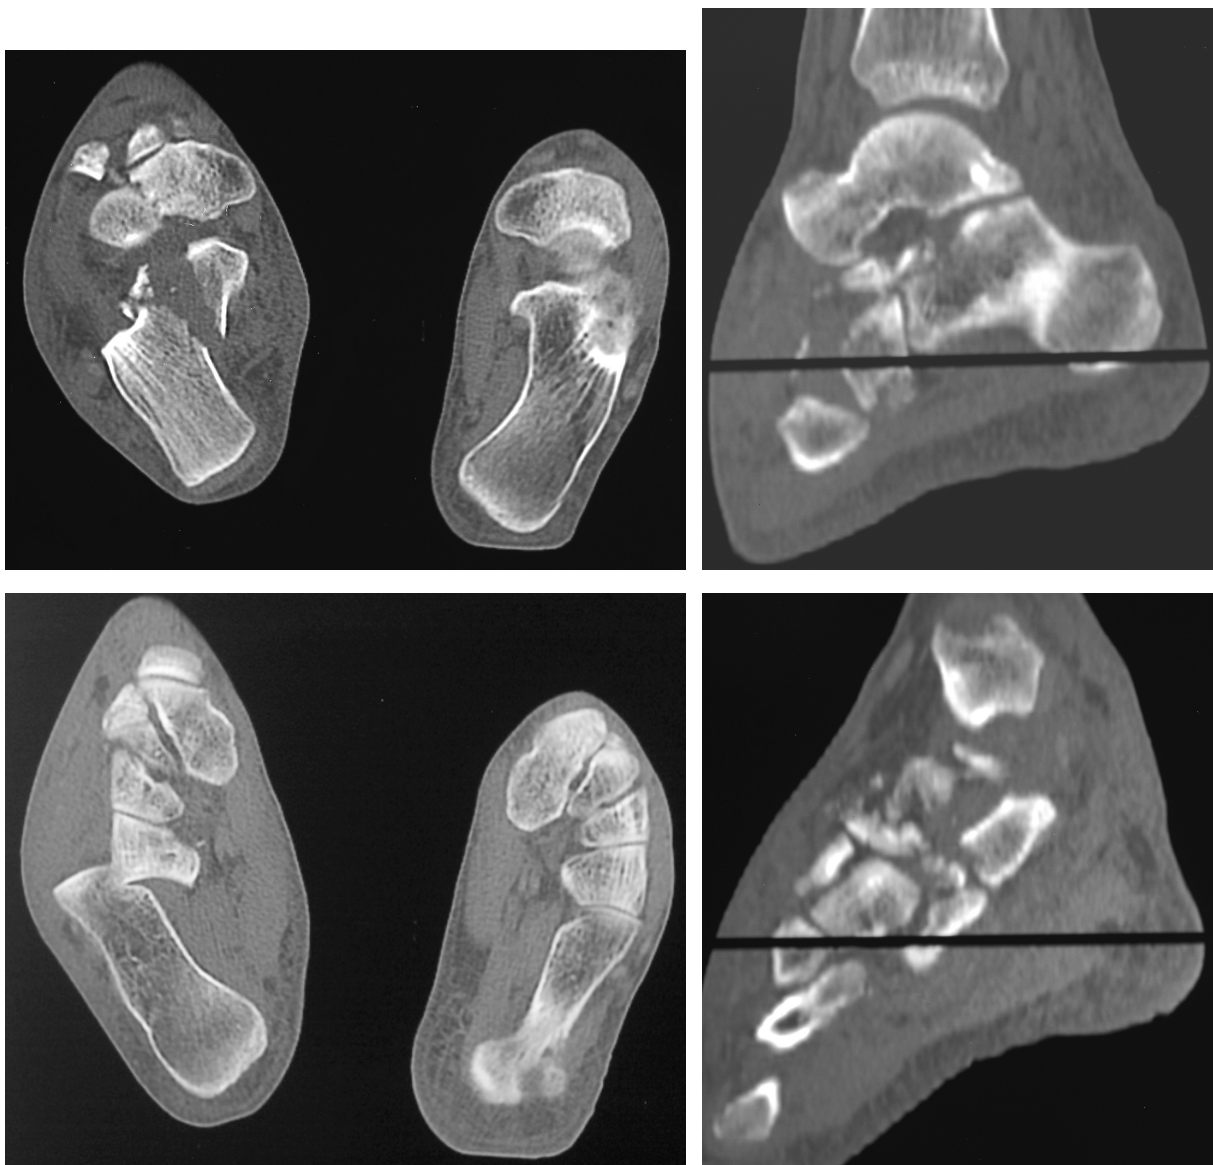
Drittgradig offene transtalcaneonaviculocuboidale Chopart-Luxationsfraktur rechts eines polytraumatisierten 33-jährigen Mannes, welcher beim Klettern nach ca. 6 Meter freiem Fall aufschlug und danach ca. weitere 12 Meter einen steilen Abhang hinunter rutschte. Neben der komplexen Chopart-Verletzung zog sich der Patient Frakturen beider Malleolen sowie lebensgefährliche innere Verletzungen zu. In der durchgeführten CT werden der enorme Zerstörungsgrad und die Luxationen im Talonavicular- und Calcaneocuboid-Gelenk deutlich.
